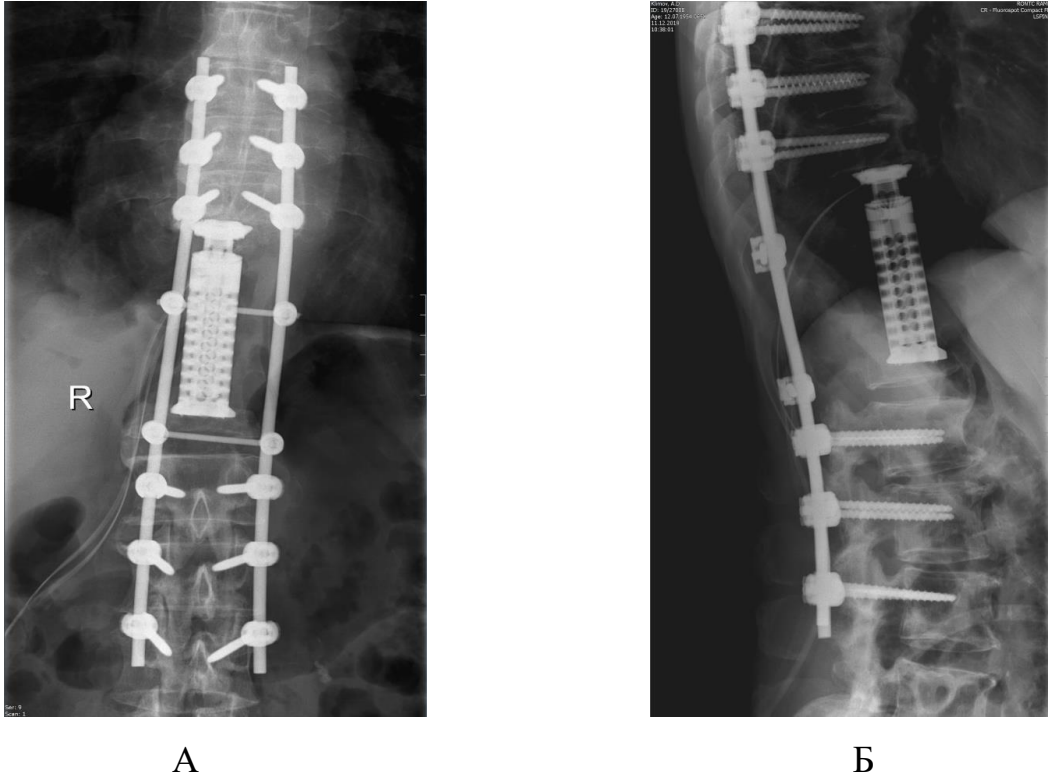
Рентгеновские снимки фиксирующей системы после операции: А) прямая проекция; Б) боковая проекция
